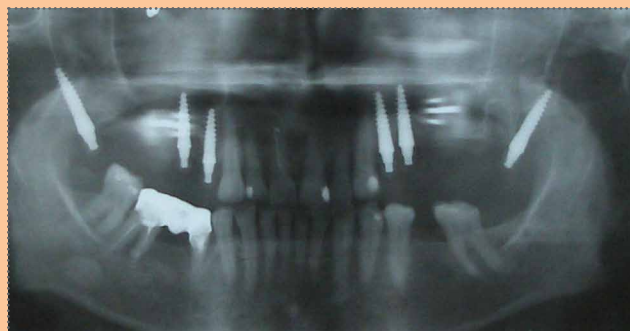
Ортопантомограмма 6-ой Д. после операции
